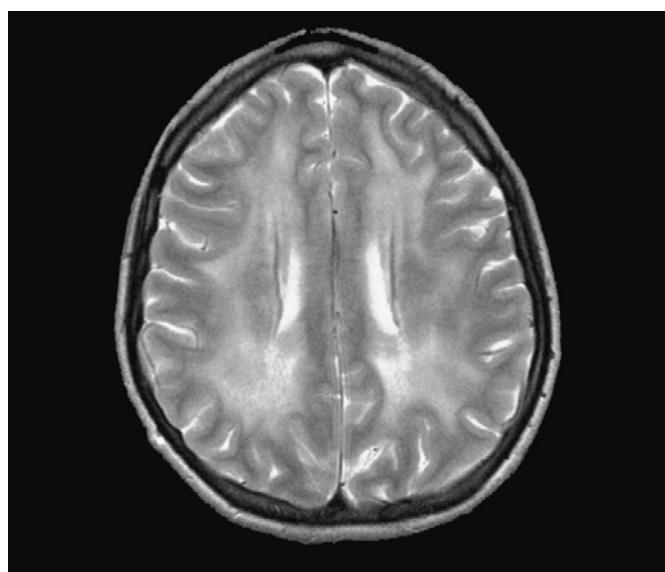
Caso 2. IRM en secuencia de T2 que muestra leucoencefalopatía simétrica en cuerpo semiovado y periventricular.
